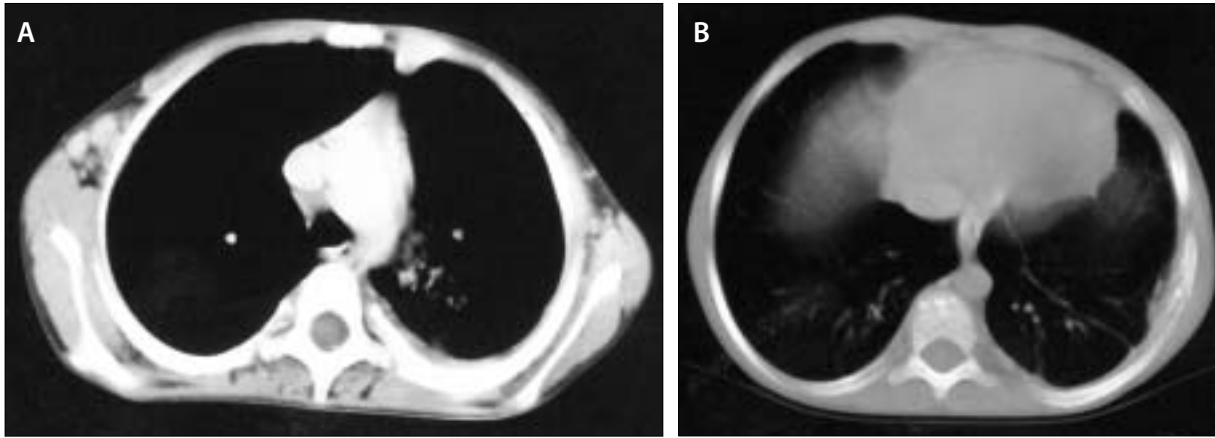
A ve B. Follow up CT scans of the same levels reveal nearly complete regression of the soft tissue lesions of the chest wall (a). The residual costal changes due to osteomyelitis are more pronounced at bone window (b).
